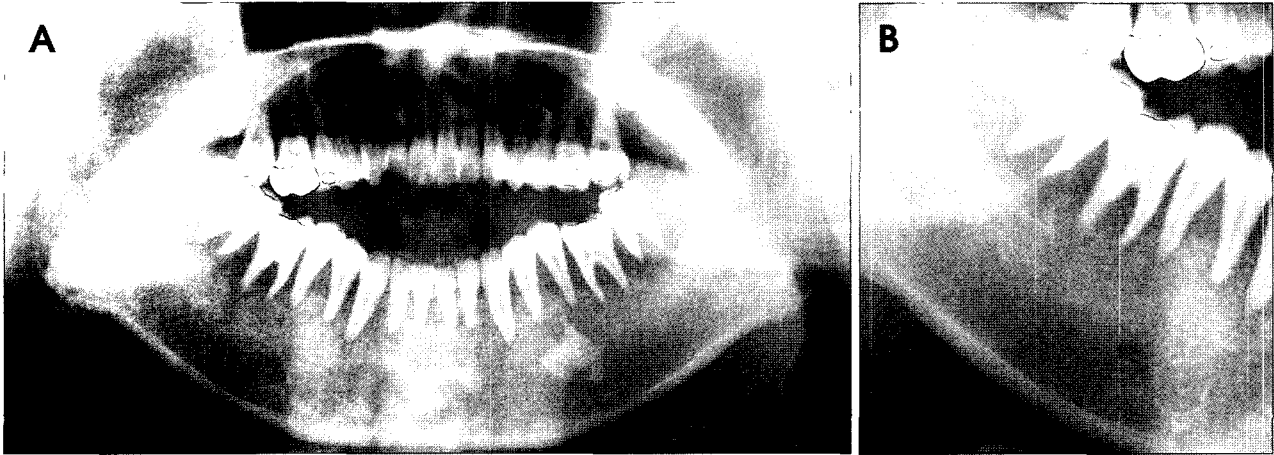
Panoramic Radiograph. A. The generalized loss of lamina dura, extruded molar teeth, and anterior open bite are shown. B. Cropped image shows severe periodontal bone loss of premolars and molars. Note the increased radiolucency around the apices of the teeth, and loss of cancellous bone trabeculation.
